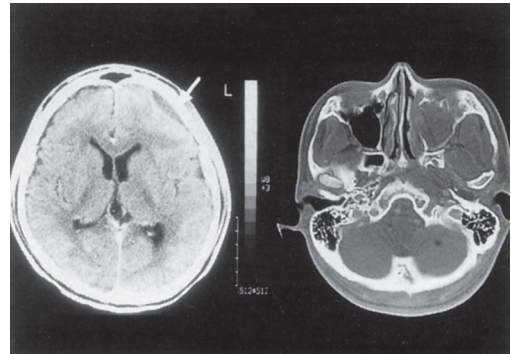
左：症例4 頭部CT，右：副鼻腔CT
